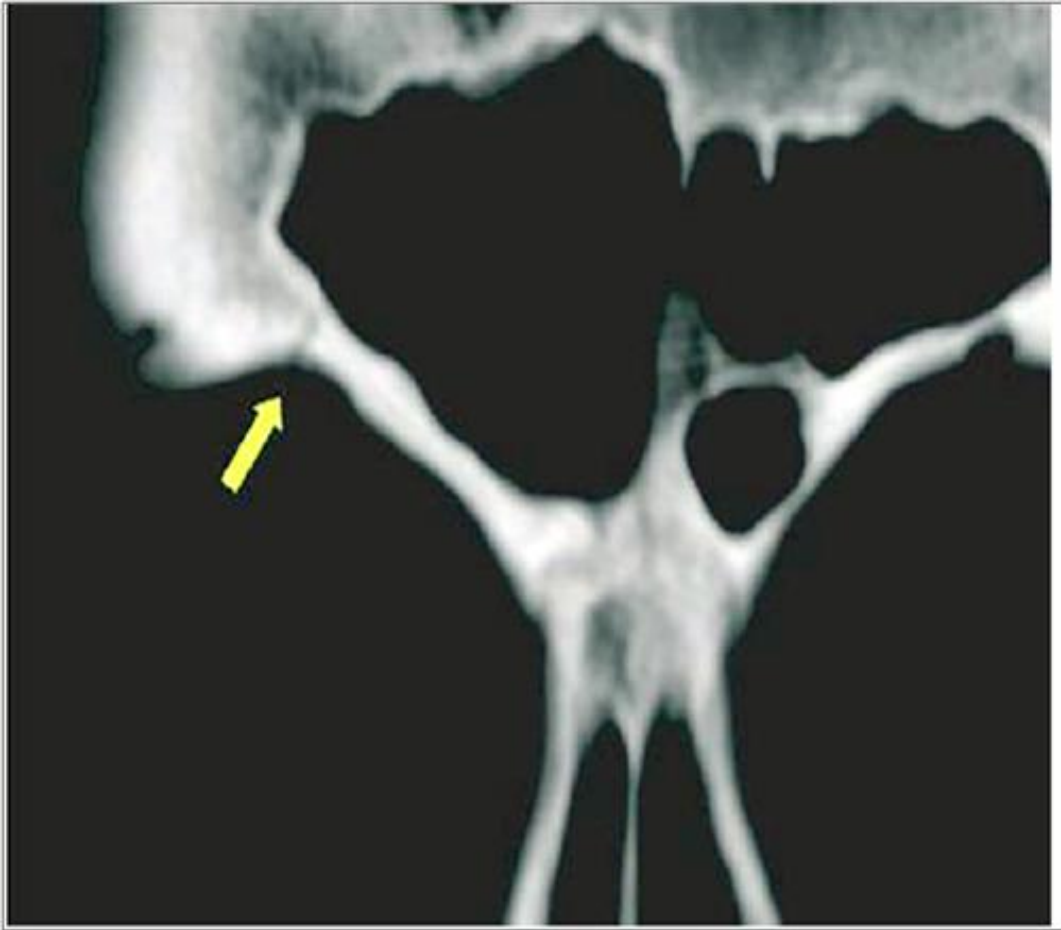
aspect en TDM d'une désinsertion post-traumatique de la poulie du MOS
